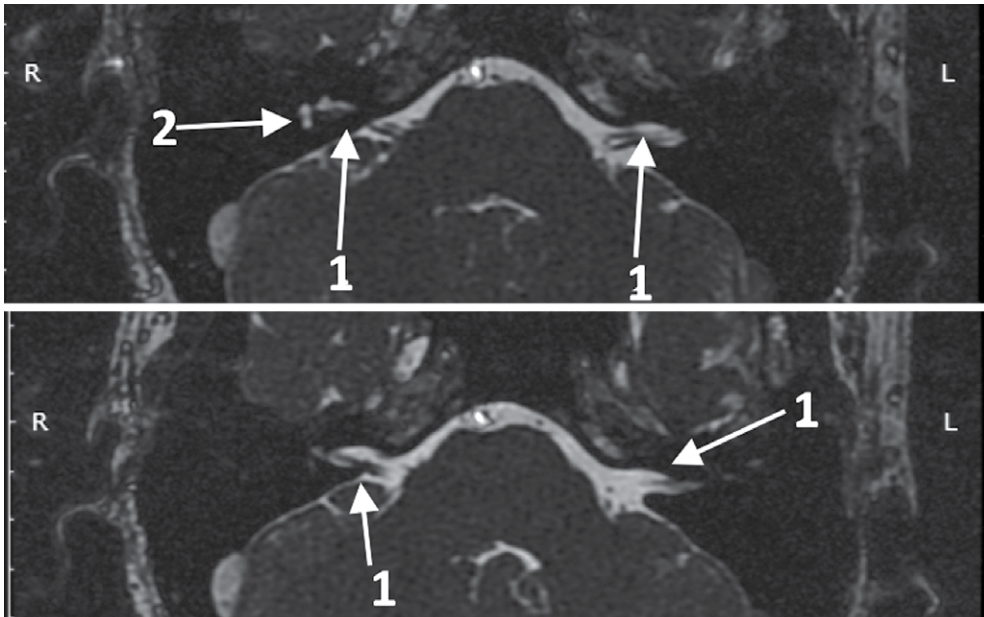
Пациент А.А., на МРТ-снимках визуализируется слуховой нерв (1) справа и слева на всем протяжении, справа имеется частичный просвет в области базального (3) и небольшой просвет в области второго завитка (2) улитки
